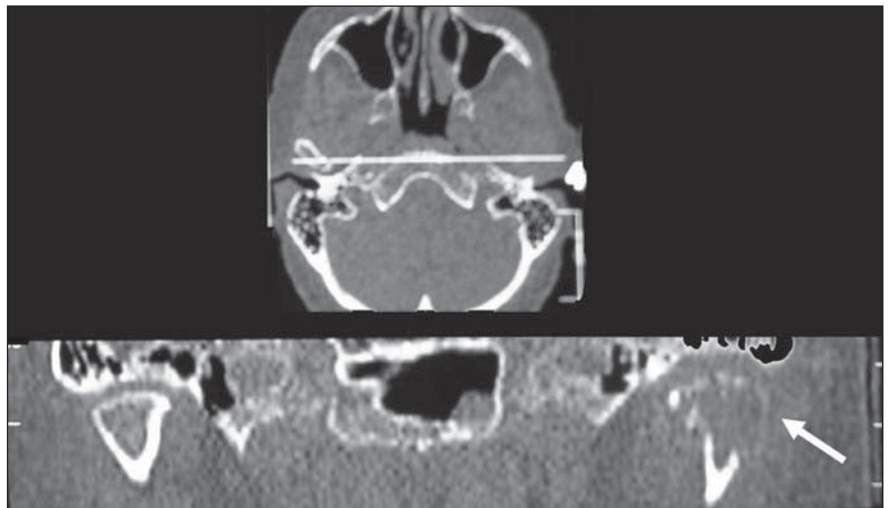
Metástase de adenocarcinoma de cólon. Reconstrução coronal de TC mostrando imagem osteolítica no côndilo mandibular esquerdo (seta).
